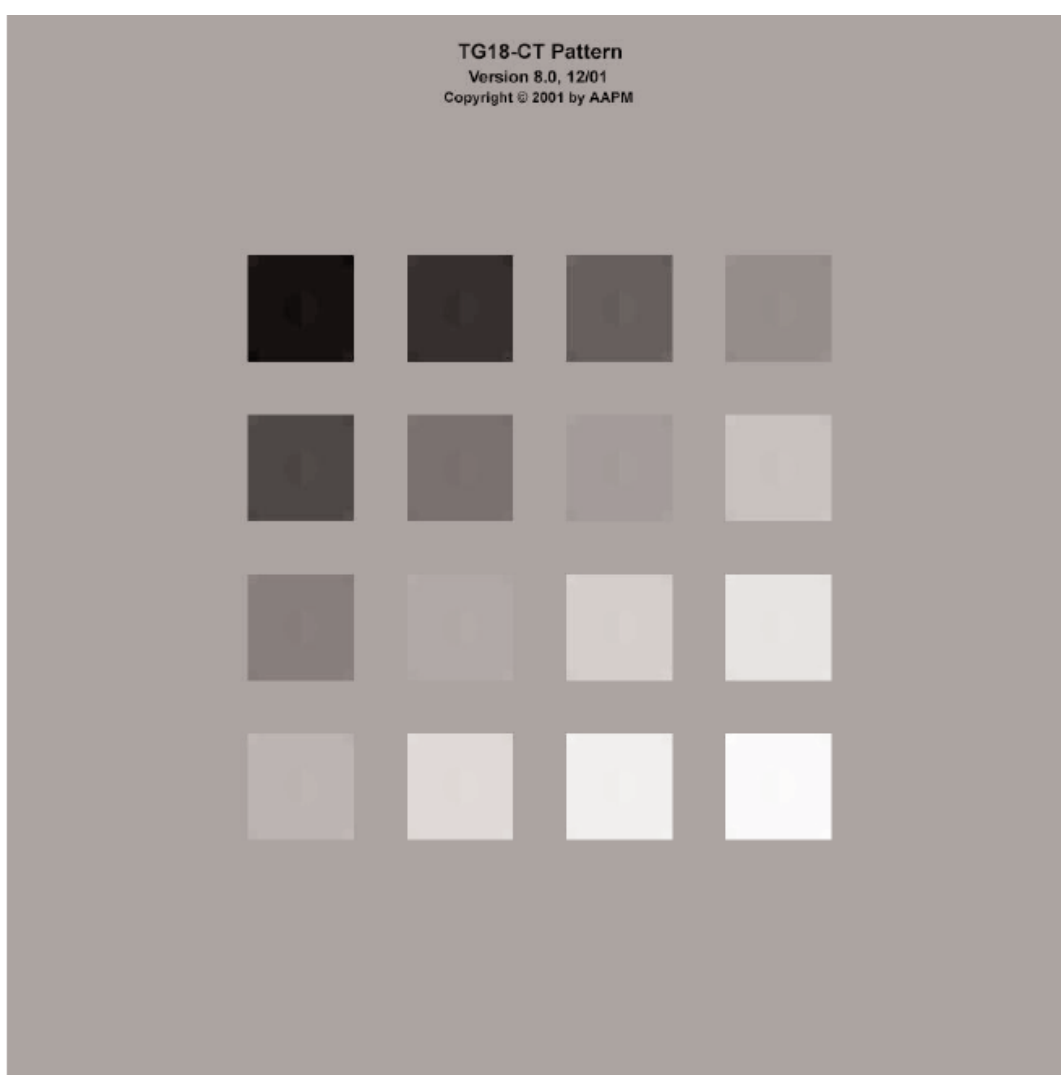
Imagem padrão TG18-CT
